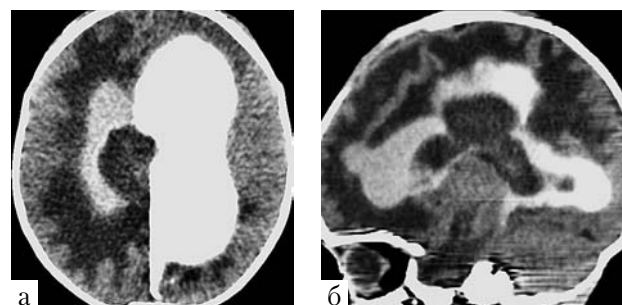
МСКТ вентрикулография (а – аксиальный срез, б – парасагиттальный срез). Контрастный препарат заполняет желудочковую систему мозга за исключением «дефекта наполнения» в полости правого бокового желудочка. Патологический интра-, паравентрикулярный очаг примыкает к сосудистому сплетению правого бокового желудочка
